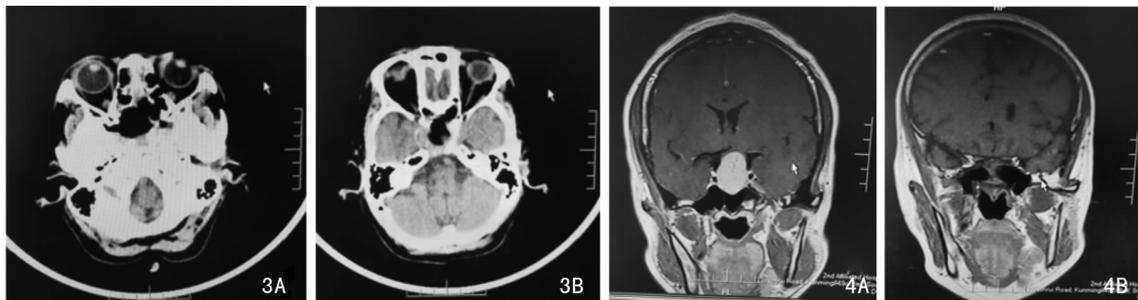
术后第2天颅脑CT复查 3A:右侧后筛气房部分切除,蝶窦开放至外侧壁;3B:鞍内低密度影,无肿瘤残留及出血征象
